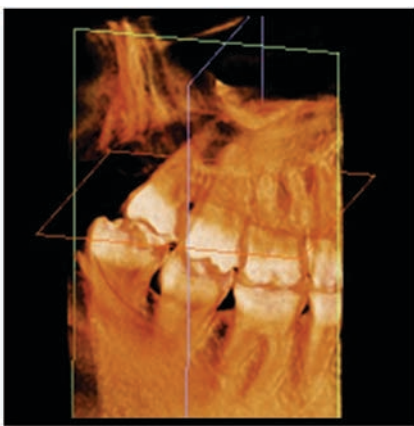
CT image(observation in three planes)
